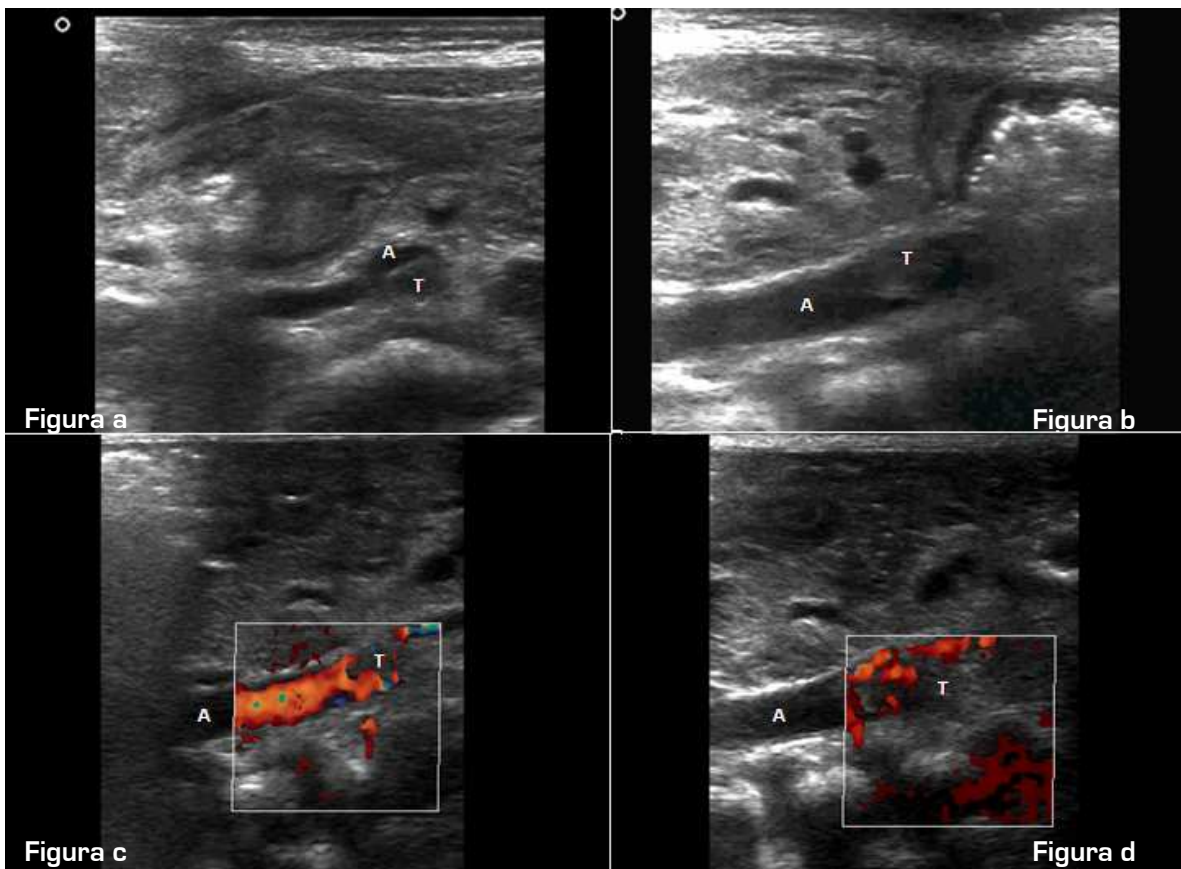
Paciente con antecedentes de cateterización umbilical arterial. Se observa aorta en su trayecto infrarrenal [A] con material ecogénico en su interior por la presencia de trombo (T). En estudio Doppler se observa trombosis parcial (relleno parcial del vaso) (figuras c y d).
